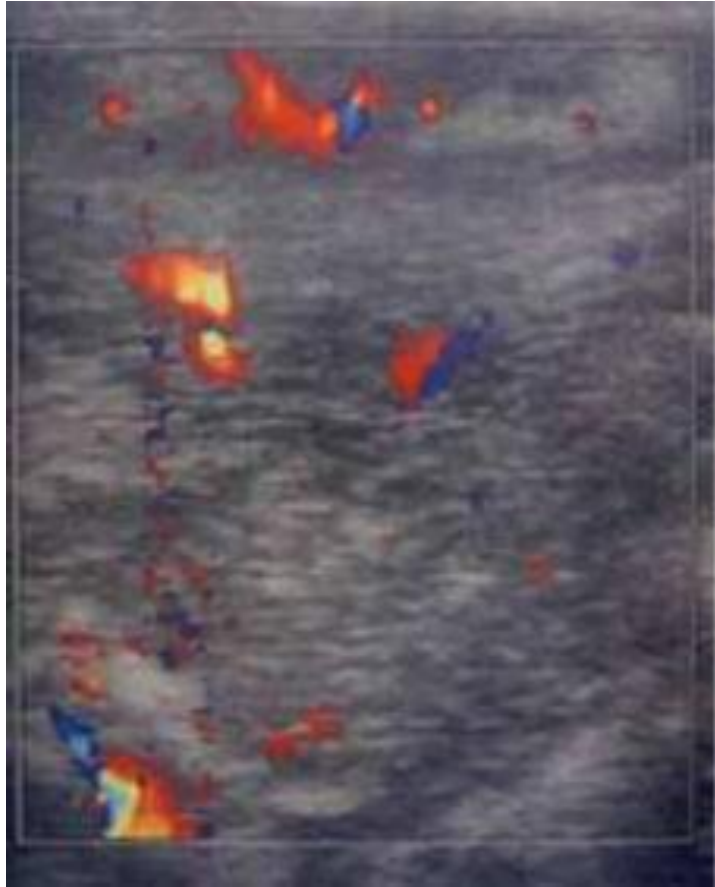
masse hyper vascularisé au doppler couleur[120]
